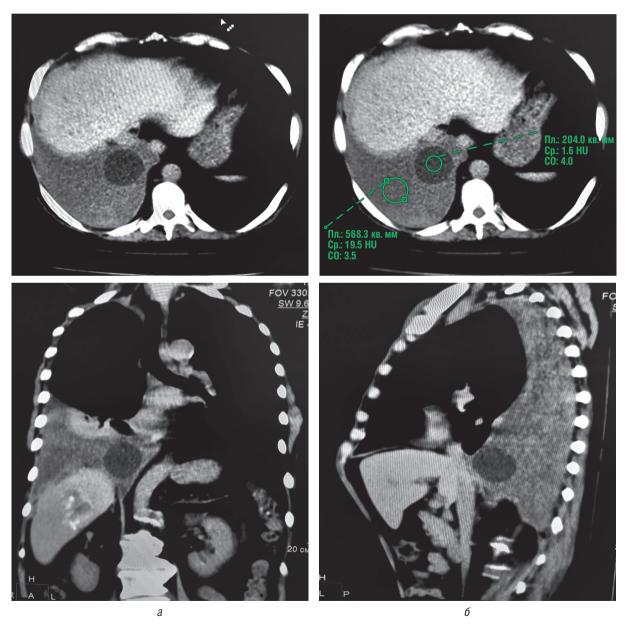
КТ органов грудной клетки больной К., 54 лет. Гиподенсное округлое образование, свободно располагающееся в экссудате плевральной полости (a, δ)
